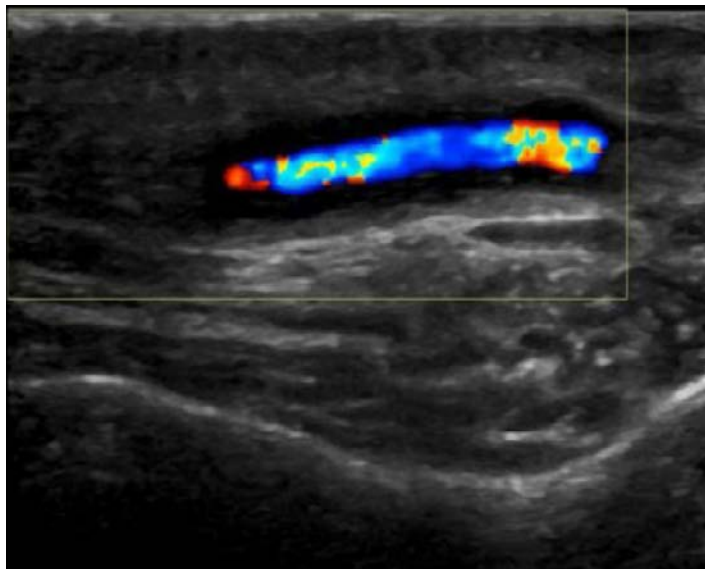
Echodoppler de l'artère temporale : Signe du halo au niveau de l'artère temporale gauche orientant vers une artérite à cellules géantes chez une femme âgée de 50 ans. (2014)
